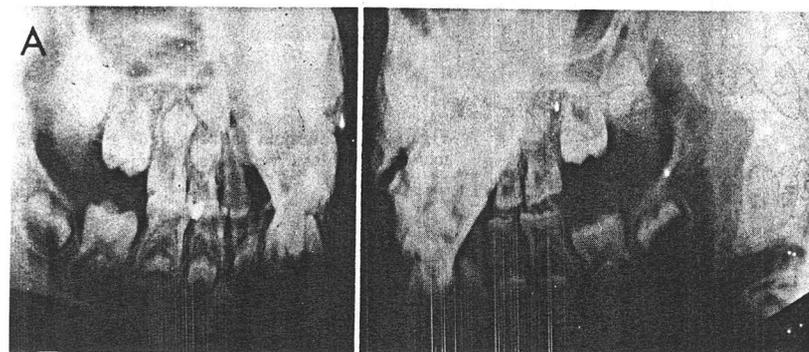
Alteração na erupção, devido a uma lesão patológica na região apical de um molar decíduo. Compare a erupção dos primeiros pré-molares inferiores direito e esquerdo. As radiografias foram tomadas em intervalos anuais. A. Seis anos. B. Sete anos. C. Oito anos.
